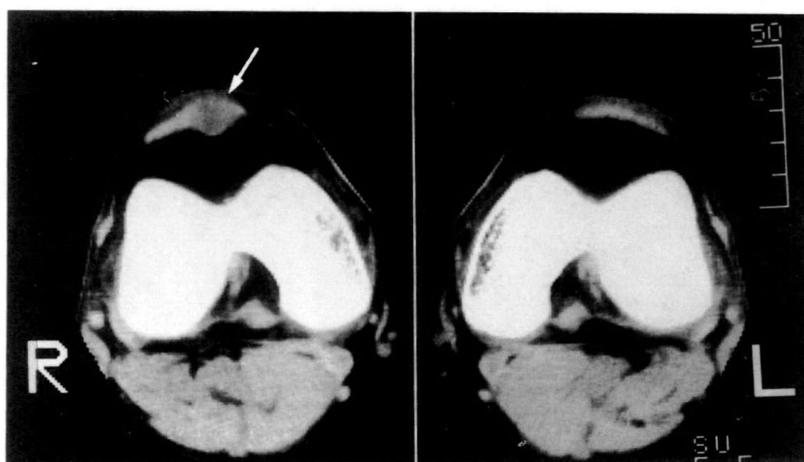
Case 2, CT findings.
